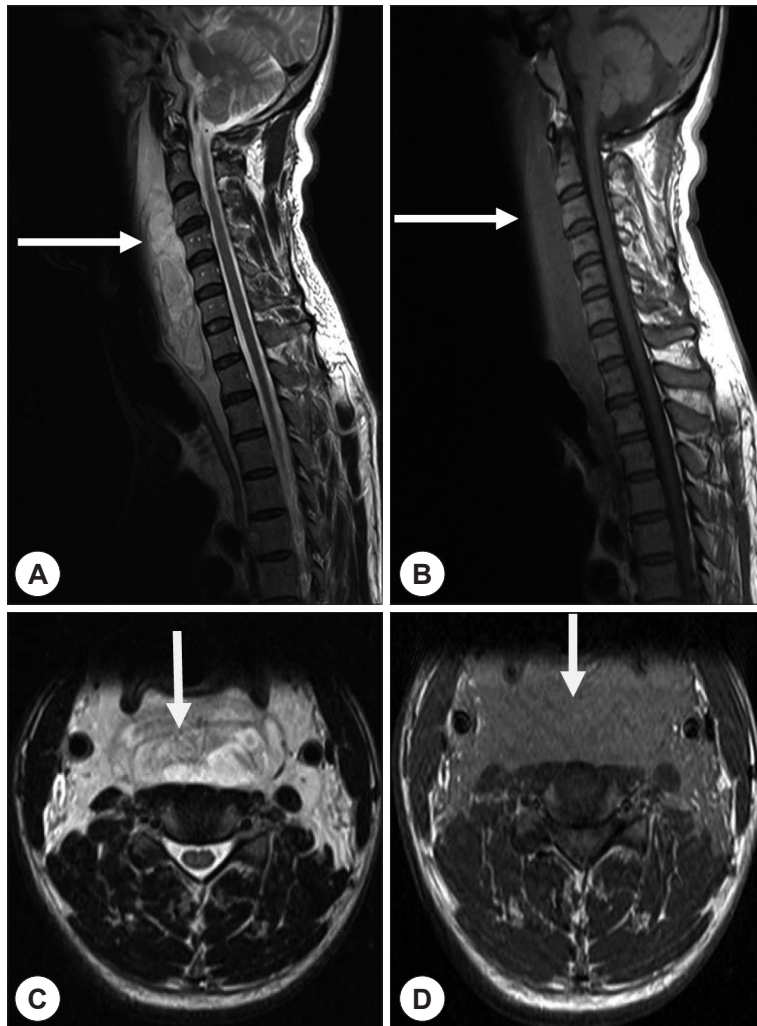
A : T2-weighted sagittal image scan shows retropharyngeal hematoma from C1 to C6 vertebrae (white arrow). B : T1-weighted sagittal image shows retropharyngeal bulging. C : T2-weighted axial image scan shows retropharyngeal hematoma (white arrow). D : T1-weighted axial image demonstrates retropharyngeal bulging.
